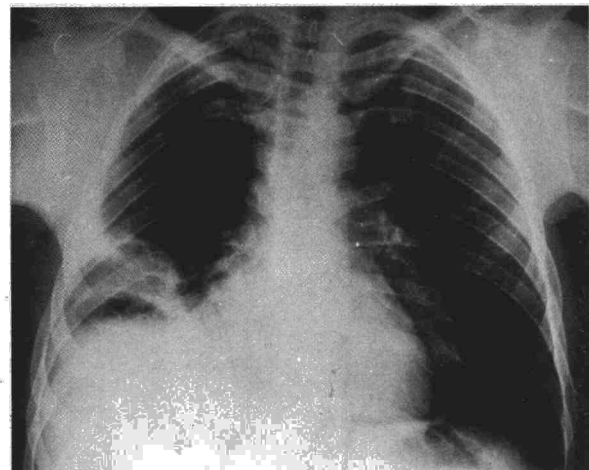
Radiografía de tórax en la que se aprecia derrame pleural derecho y elevación del hemidiafragma derecho.
